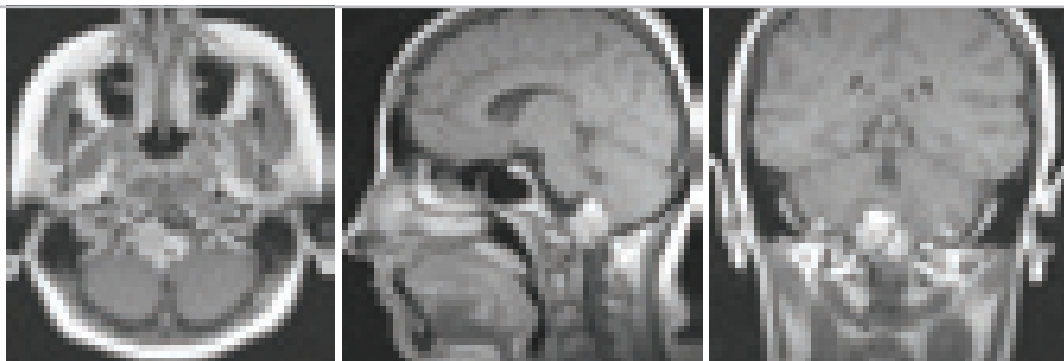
Менингиома большого затылочного отверстия. T1-взвешенные МРТ с контрастом больной 35 лет.
